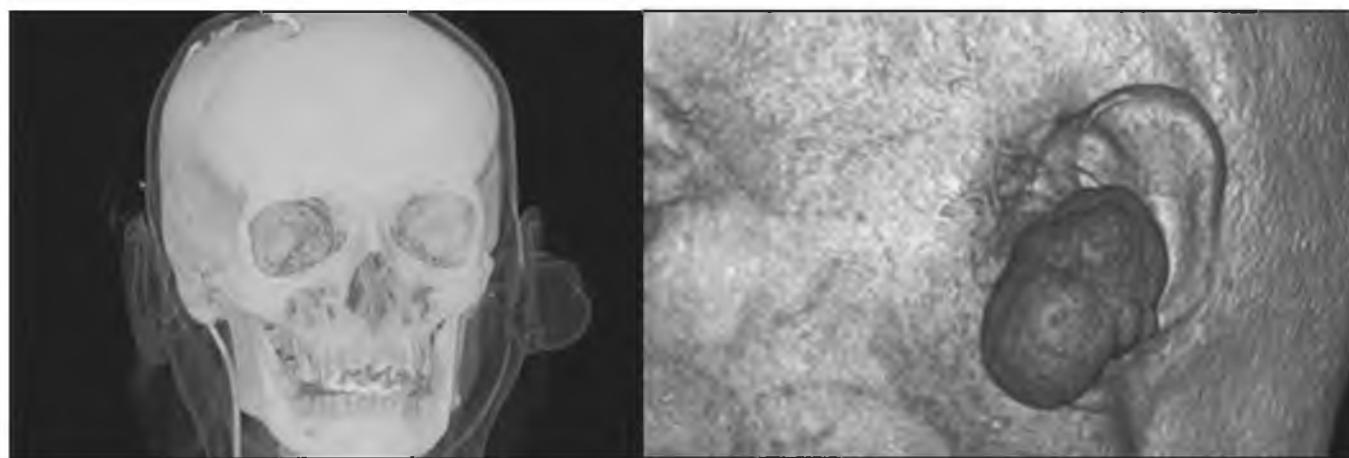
Реконструкция компьютерной томографии пациентки.
